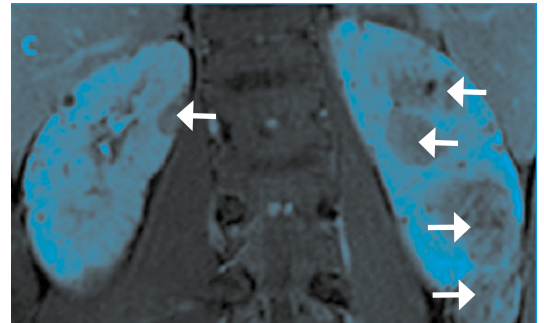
MRT-Bild der Nieren eines TSC-Patienten mit mehreren Angiomyolipomen (Pfeile). [M. Sauter, M. Scherr, A. Wiemer-Kruel, M. Fischereder; „Tuberöse Sklerose – Zielgerichtete Therapieoptionen mit mTOR-Inhibitoren“; *Journal Onkologie* 9/2012]
